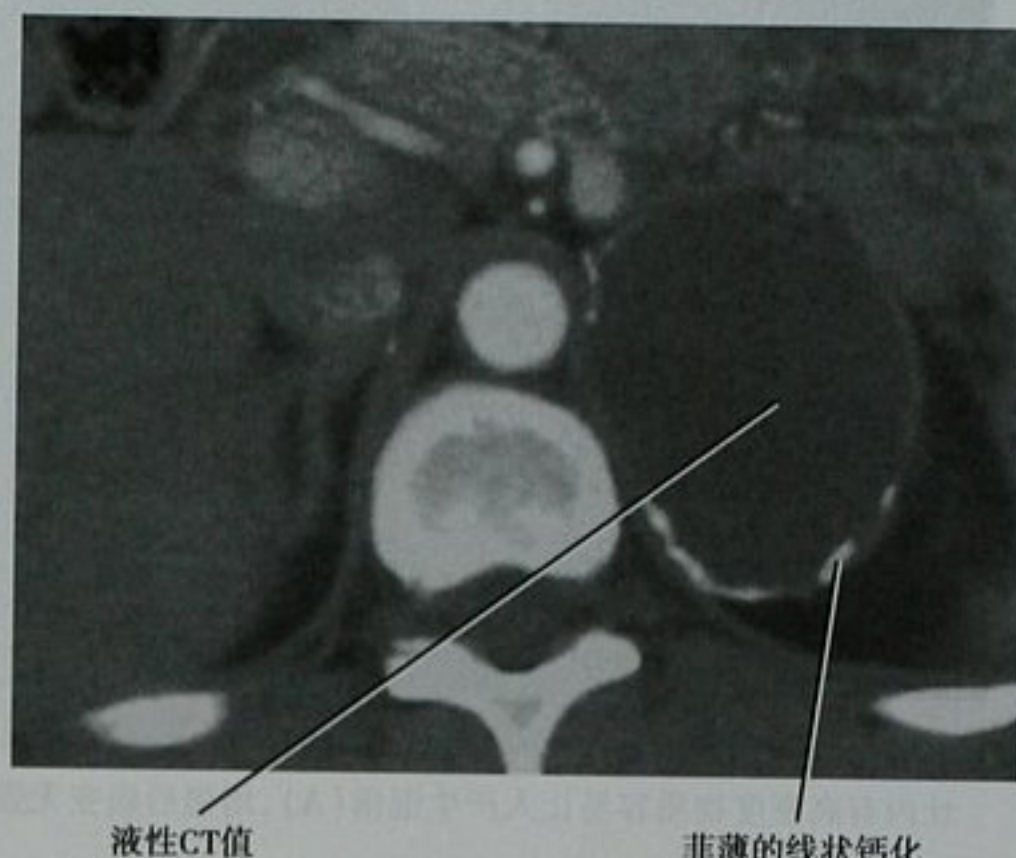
肾上腺囊肿 CT 扫描。增强 CT 扫描轴位图像显示薄壁钙化。这种钙化表明内皮囊肿的可能, 尽管相似的钙化可以出现在肾上腺假性囊肿中
